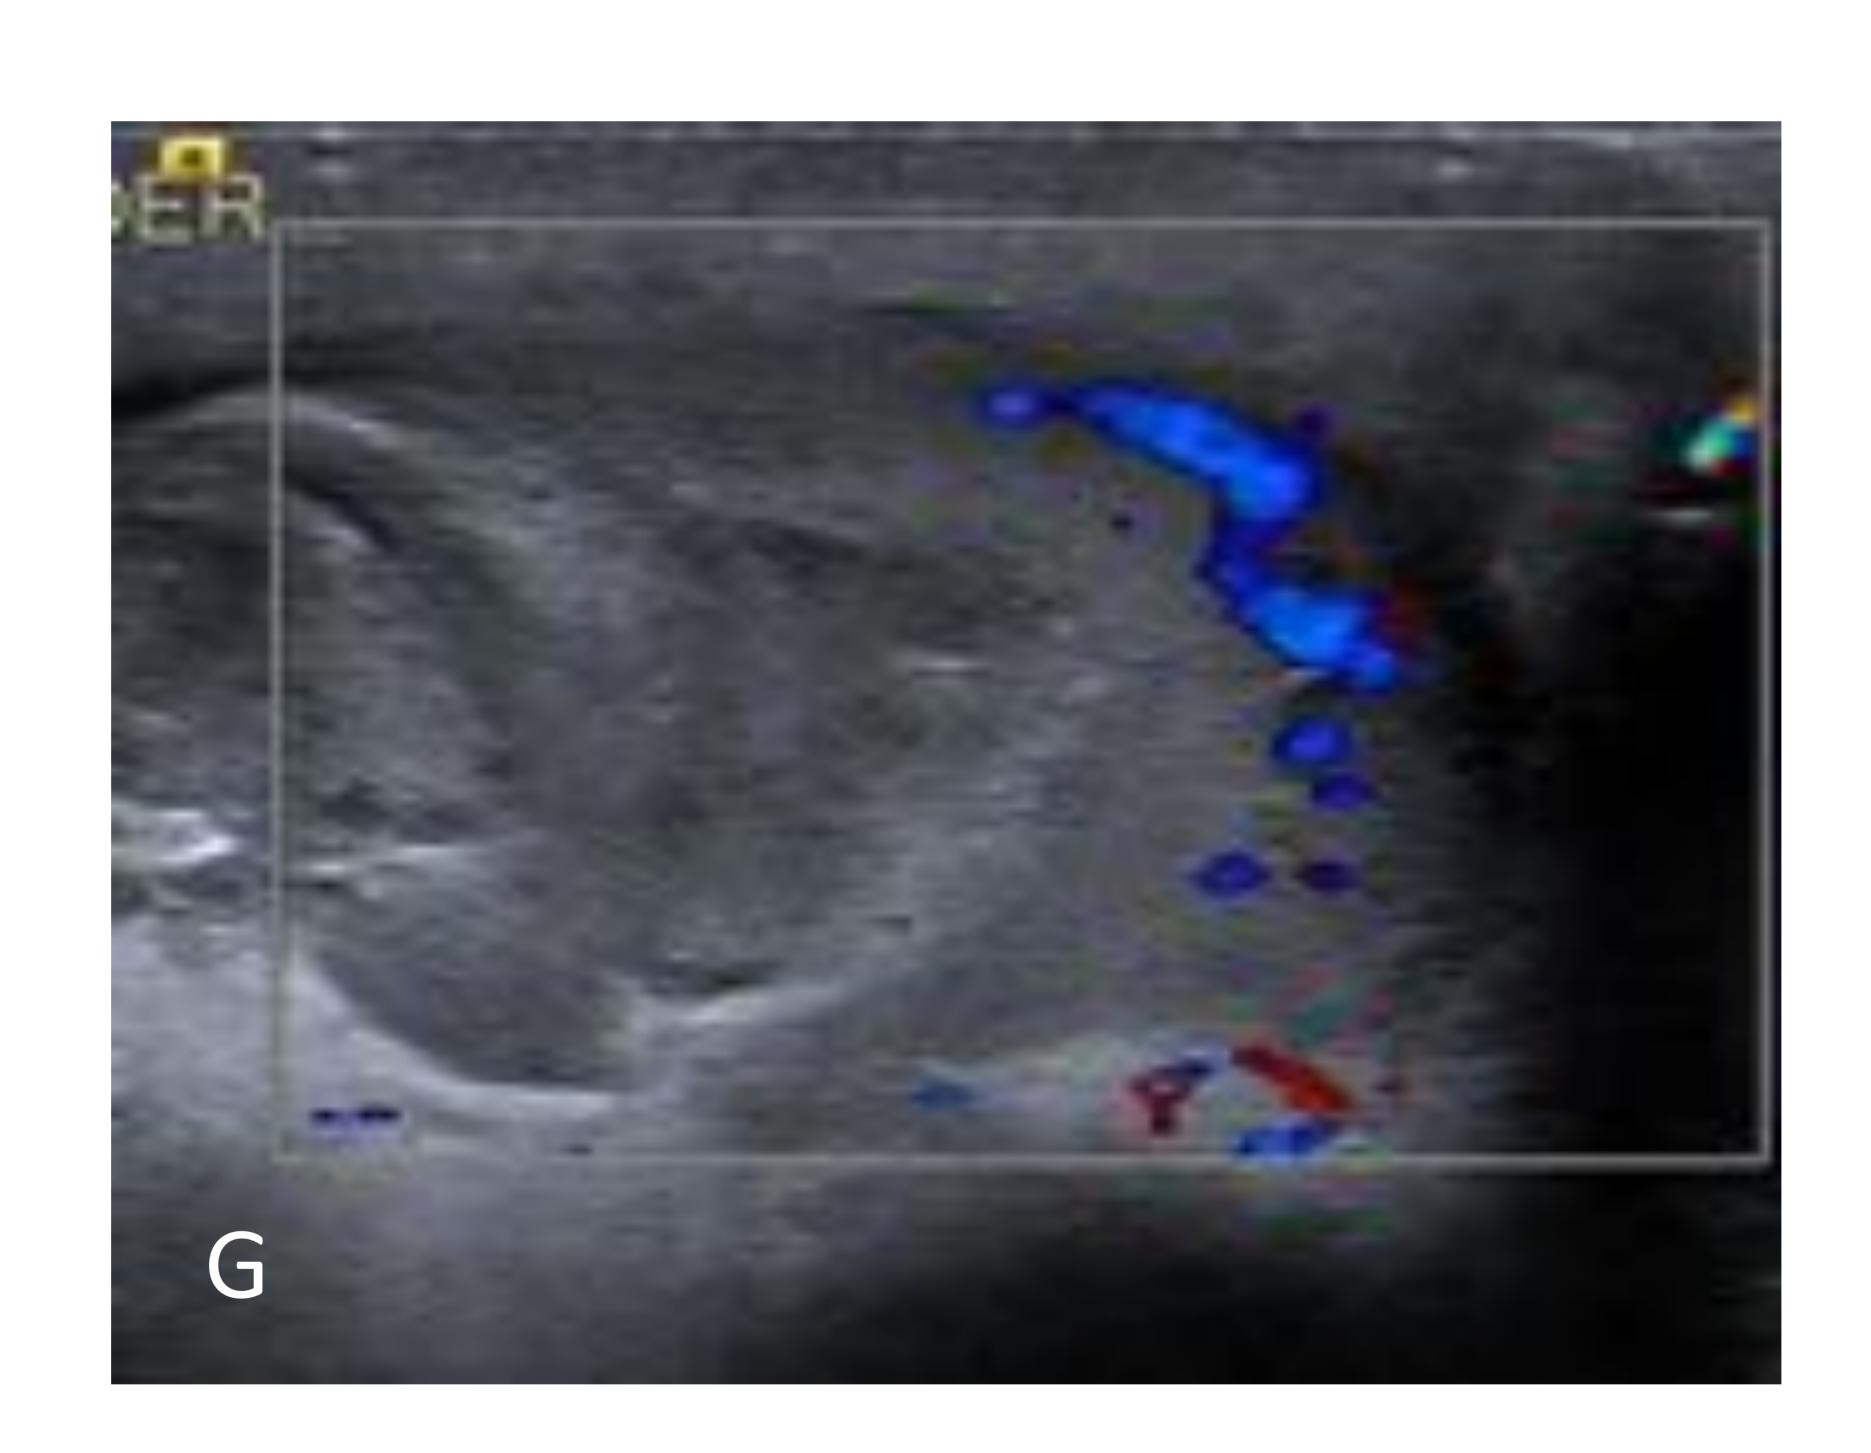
Traumatismo testicular. Paciente de 25 años que acude por dolor a nivel testicular tras accidente con motoclicleta. E) Testículo derecho con alteración de la ecogenicidad con áreas hipoecogénicas que sugieren hematomas intratesticulares y defecto de continuidad en la túnica albugínea que sugieren rotura F) Áreas con ausencia de flujo Doppler. G) Epidídimo derecho engrosado con alteración de su morfología y aumento del flujo Doppler atribuible epididimitis traumática.
